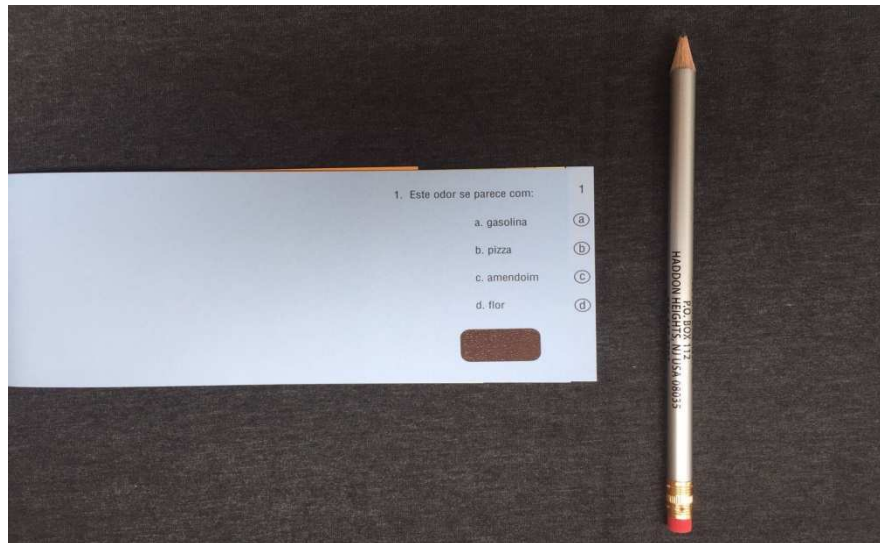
FOTO DE QUESTÃO, COM AS RESPECTIVAS ALTERNATIVAS.
